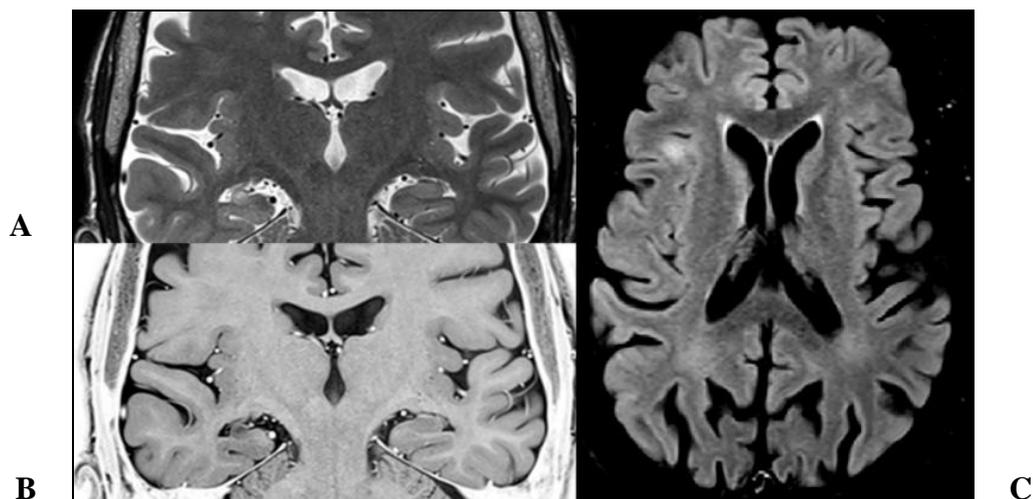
Convention radiologique : IRM du patient 3 : en séquence T2 (A) et en T2 inversion récupération (B) en coupe coronale dans le plan hippocampique montrant une sclérose hippocampique droite. Séquence FLAIR en coupe axiale (C) montrant un hypersignal de la région operculaire frontale droite.
